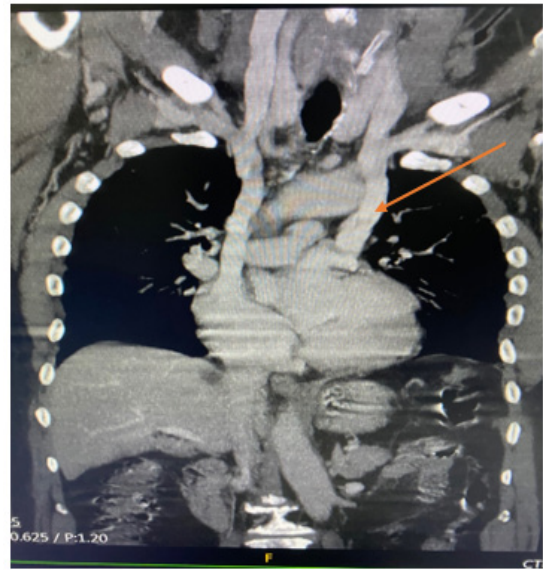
Reconstruction coronale d'une TDM thoracique montrant une veine cave supérieure gauche (flèche) s'abouchant au niveau de l'atrium gauche.
